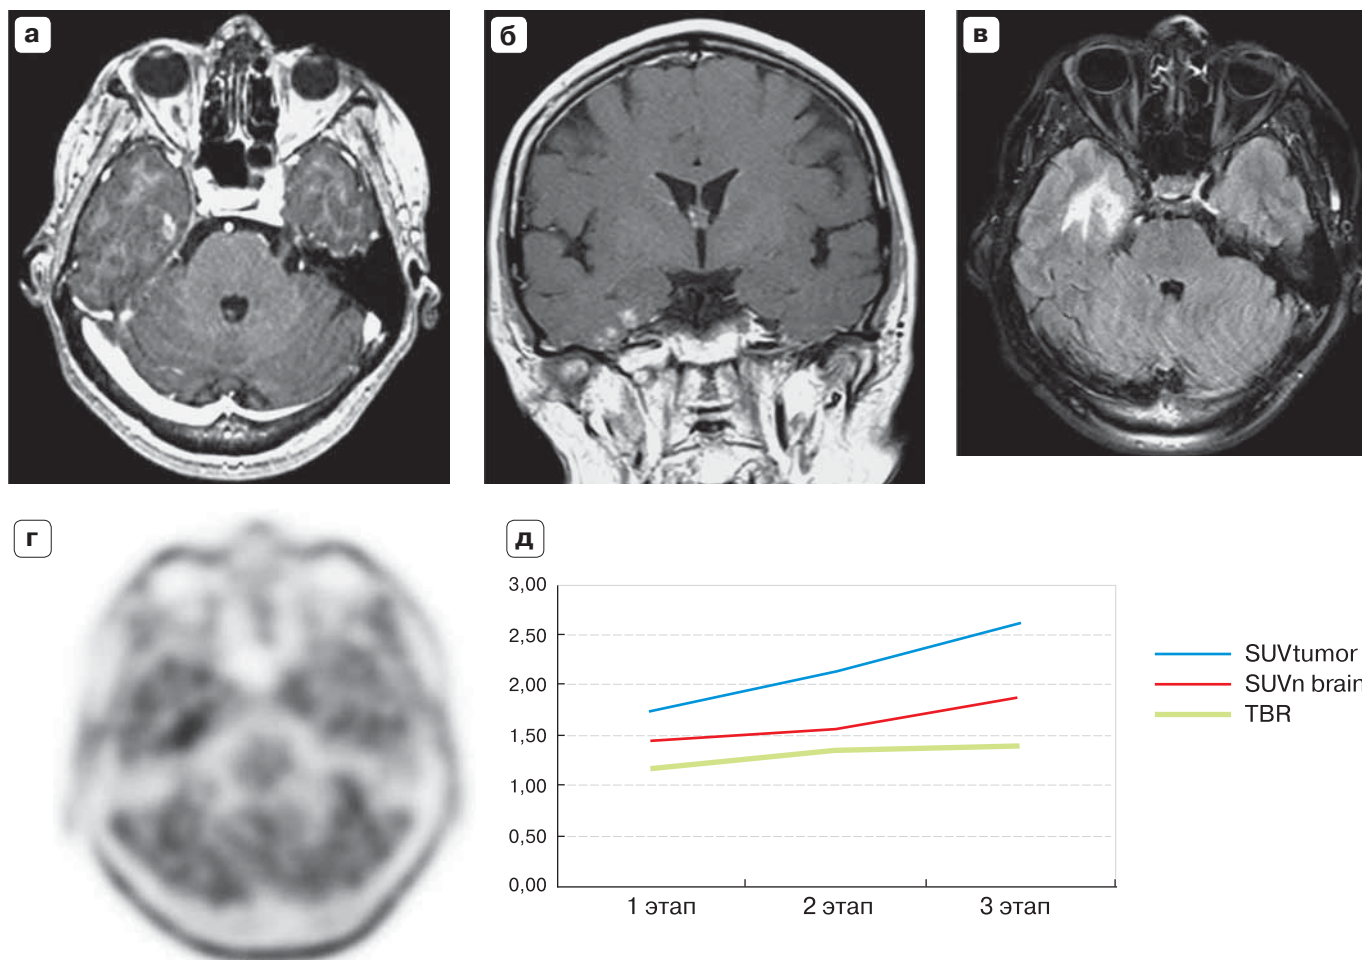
ПЭТ/КТ с ^{18}F -ФЭТ. Высокодифференцированная аденокарцинома носоглотки. Состояние после лучевой терапии. Лучевой некроз головного мозга. а, б – МРТ: на T1ВИ с контрастным усилением в аксиальной и фронтальной проекциях в базальных отделах правой височной доли определяются участки патологического накопления МР-контрастного препарата размерами 0,7–0,9 см; в – при T2 FLAIR в данной области выявляется зона отека; г – на ПЭТ-изображении с ^{18}F -ФЭТ в аксиальной проекции в области выявленных при МРТ изменений определяется повышенное накопление РФЛП; д – накопление РФЛП характеризовалось умеренными значениями $\text{maxSUV}_{1,2,3}$: 1,73, 2,14 и 2,62, соответственно трем этапам. При этом показатель $\text{TBR}_{1,2,3}$ также имел невысокие значения с тенденцией к их увеличению от первого этапа к третьему: 1,19, 1,35 и 1,40 (зеленая линия).
